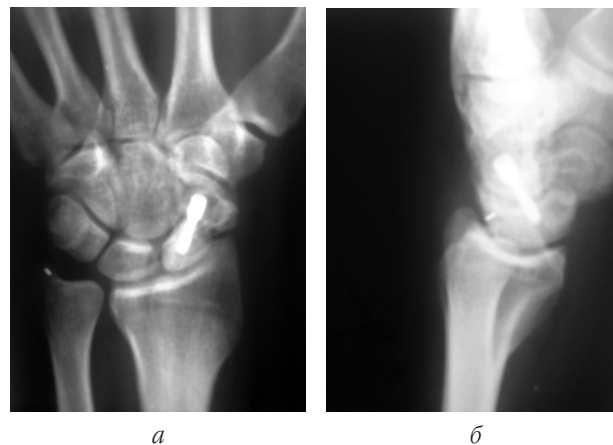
Контрольные рентгенограммы кисти после костной аутопластики и фиксации винтом Герберта: прямая (а) и боковая (б) проекции
